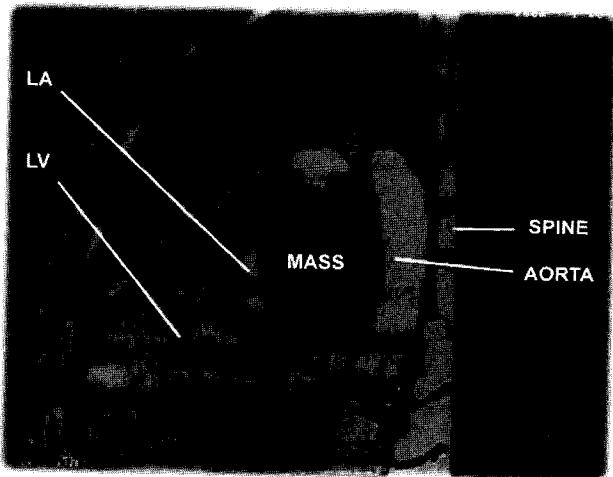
Preoperative chest 3D CT
